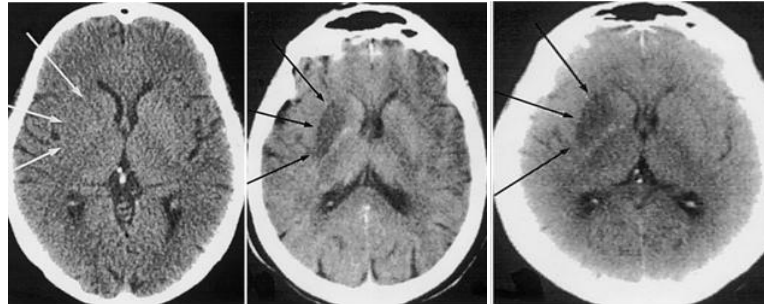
Tomografía obtenida 22 minutos posteriores a la presentación de hemiparesia izquierda, visualizando hipoatenuación de los núcleos lentiformes derechos (flechas), las lesiones isquémicas son mejor delimitadas en los días 1 y 7, después de evento isquémico (Von Kummer et al., 2001).
